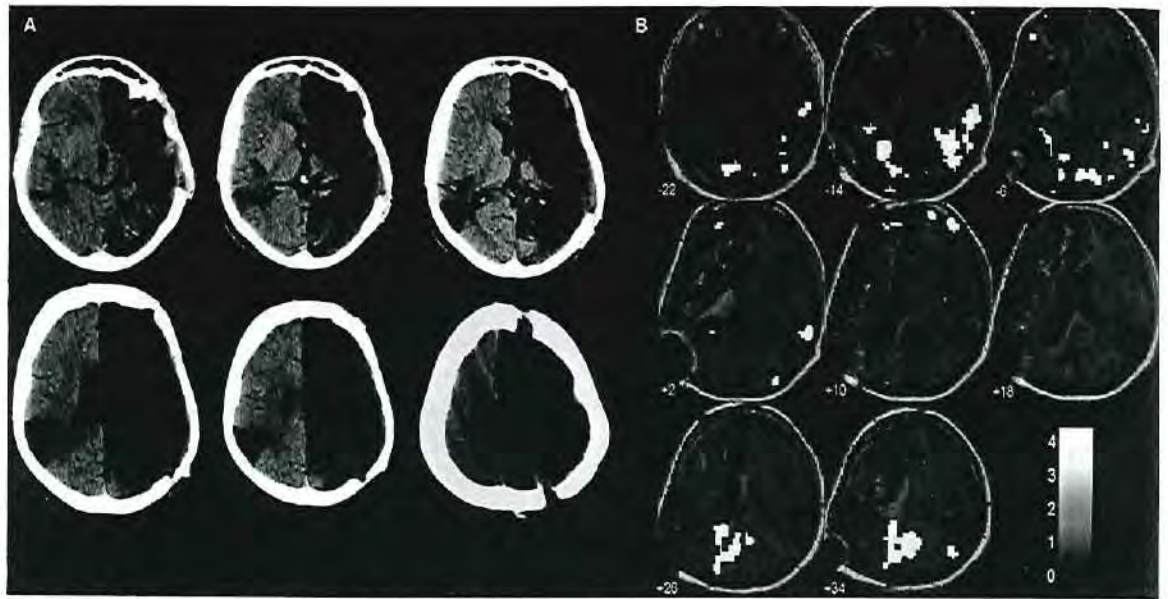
Alteración estructural (A) y activación cerebral por resonancia magnética funcional (RMf) (B) en una paciente de 20 años de edad que sufrió un infarto masivo en la carótida interna izquierda, con afectación total de las arterias cerebrales anterior y media. Afectación en espejo por infarto en el territorio de la arteria cerebral media derecha, involucrando parcialmente el lóbulo temporal. La paciente podía aparear palabras de forma correcta presentadas oral y visualmente. En la imagen de RMf se activan áreas visuales primarias y asociativas ante una tarea de percepción del lenguaje, lo cual puede indicar estrategias de imaginación ante la estimulación auditiva. Se observa también una activación de la región que corresponde a la región de Wernicke del hemisferio derecho.
